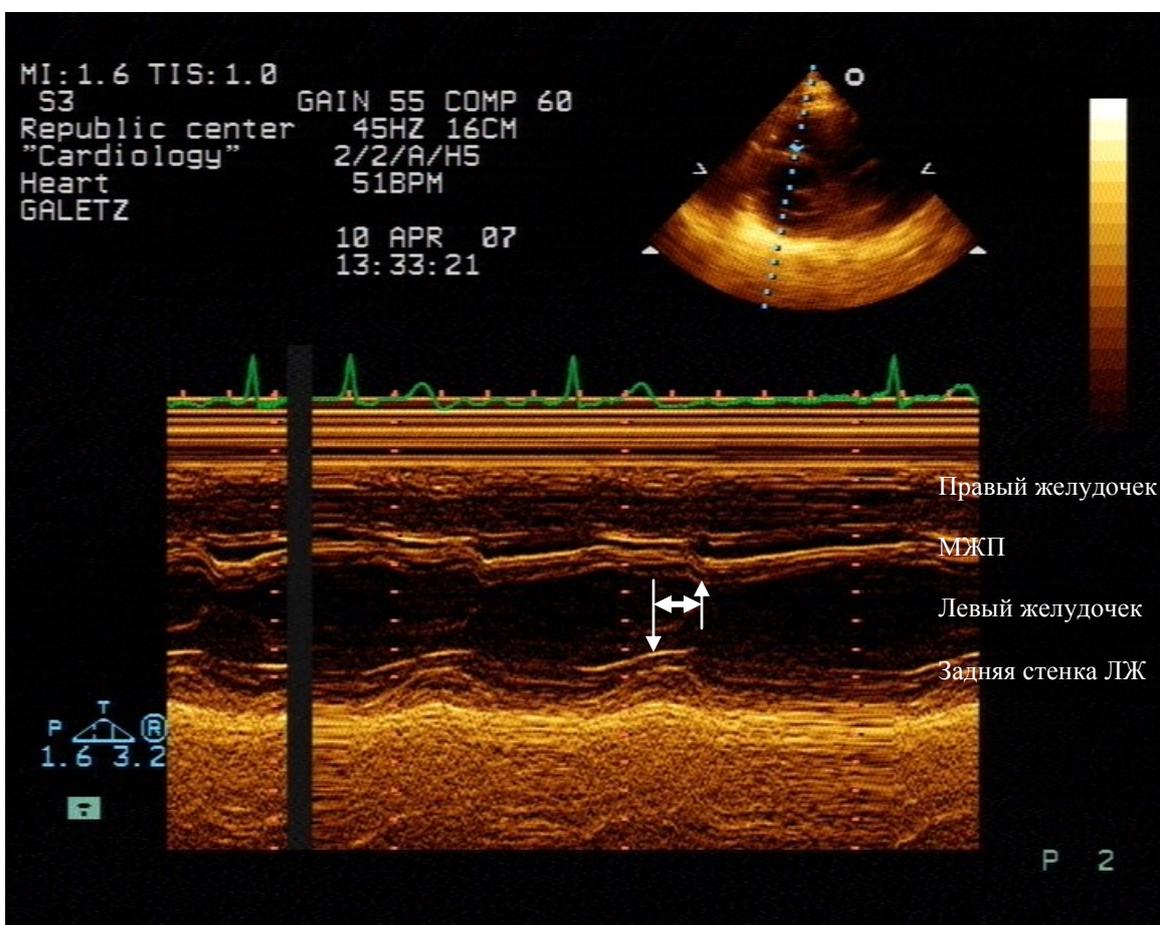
Измерение септально-задней задержки сокращения левого желудочка во время Mmode режима эхокардиографического исследования: двусторонней стрелкой указана СЗЗ (120 мс)
